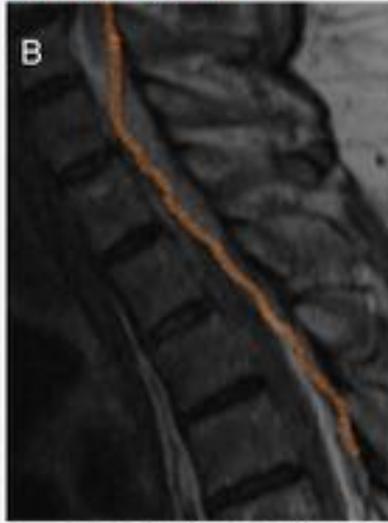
Signos degenerativos disco- osteofitarios cervicales, sin signos de espondilodiscitis. Fig. B. Colección intrarraquídea que se extiende desde nivel D1-D3 (5,5 cm de longitud y 0,5 mm de espesor). Fig. C. Opacidades pulmonares periféricas bilaterales con cavitación en el TC tórax.
